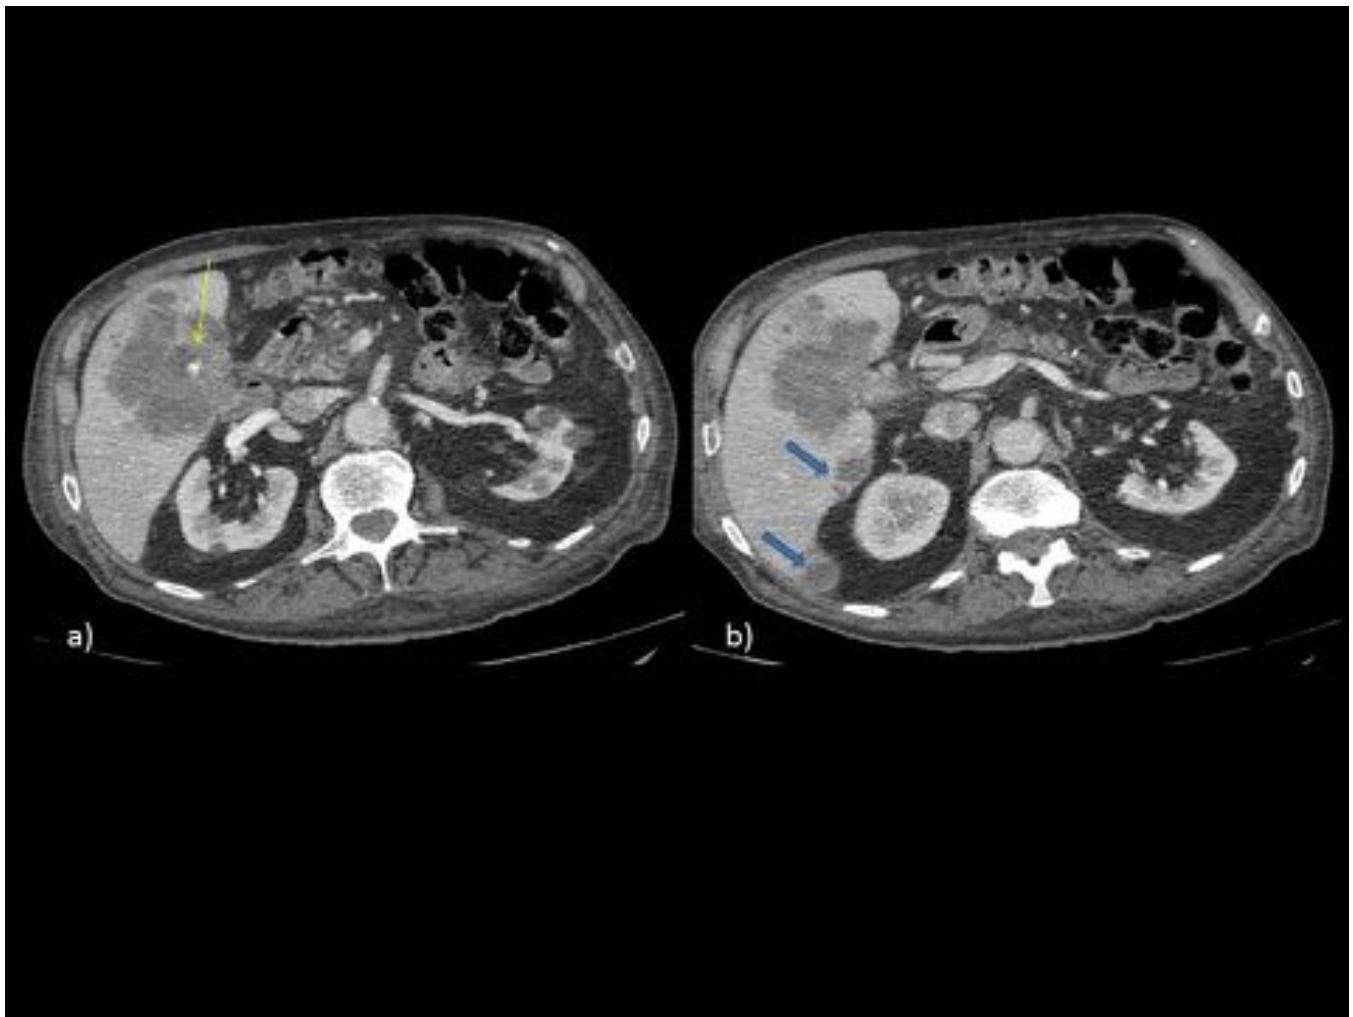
TC con CIV. Gran masa heterogénea que infiltra y sustituye a la vesícula, de contornos lobulados, incluso con nódulos satélites, hipodensa, con realce periférico. En a) se observa imagen hiperdensa en relación a colelitiasis (flecha amarilla), y en b) se señalan dos metástasis hepáticas (flechas azules).
